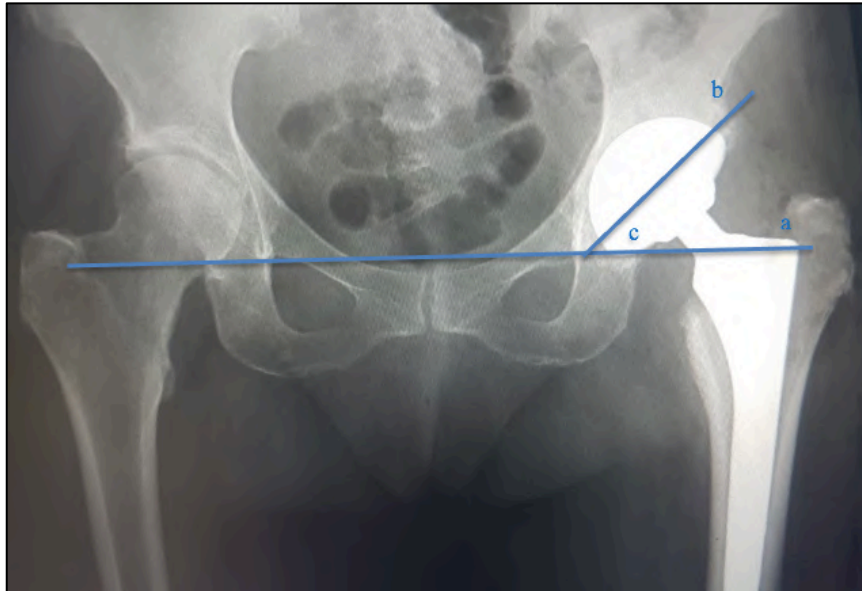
Medida do ângulo de posicionamento do componente acetabular. (a) – linha que tangencia as tuberosidades isquiáticas; (b) – linha através do eixo do maior diâmetro formado pela projeção do aro metálico na radiografia; (c) – ângulo acetabular.
